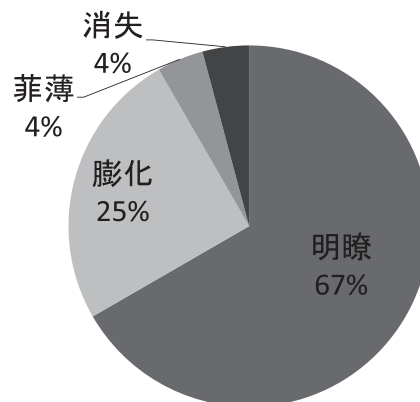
陳旧性足関節外側靱帯損傷を疑われた症例の3D MRIによるCFL評価
